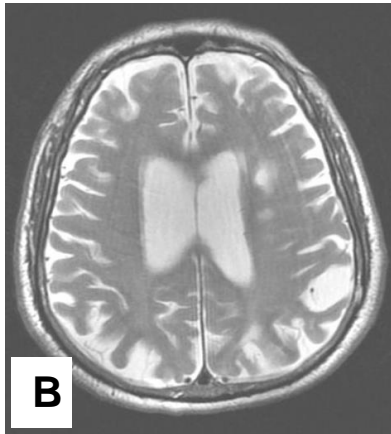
Imagen A (T2 Flair) e Imagen B (T2 FSE) imagen serpentiforme hiperintensa de localización frontal derecha en la porción más caudal de este lóbulo, que se comporta hipointensa en la Imagen C (Difusión), en relación con malformación. Imagen D (Angioresonancia Arterial).
